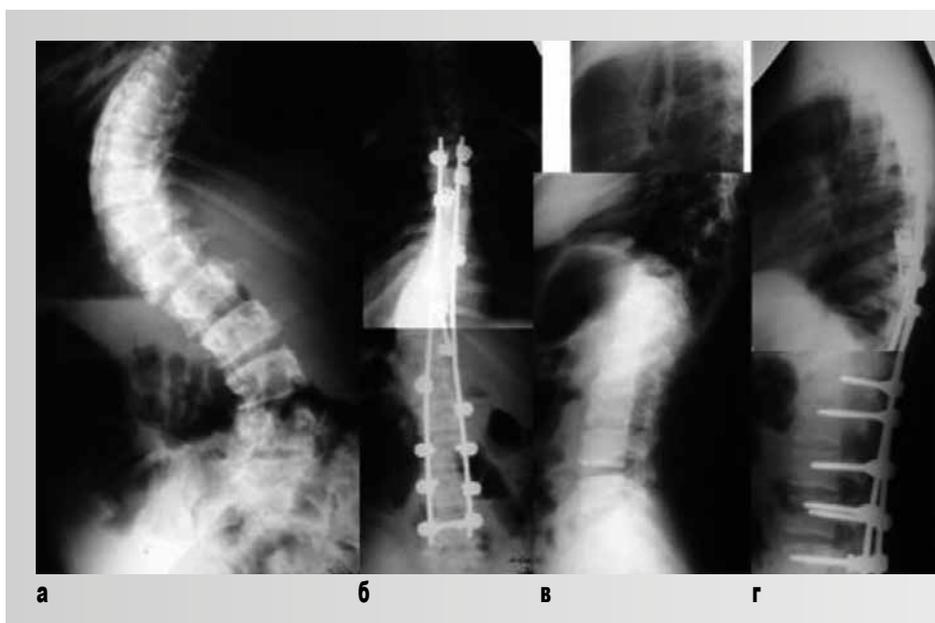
Пациентка Т., 15 лет. Рентгенограммы позвоночника до и после лечения (а, в – фас+бок до оперативного лечения; б, г – фас+бок после операции)
